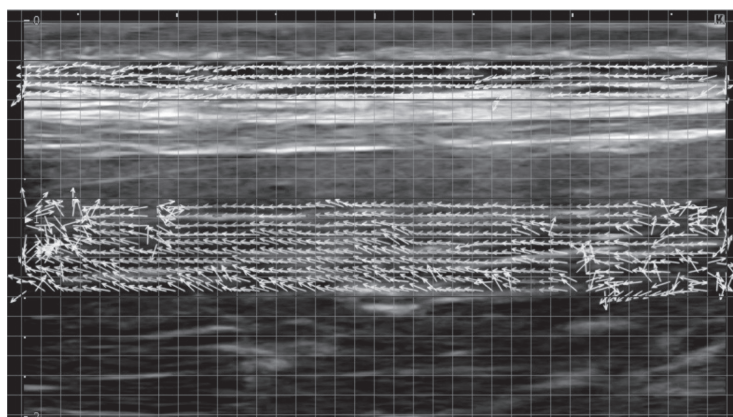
エコー動画分析ソフトによる2つの関心領域における移動速度の解析
